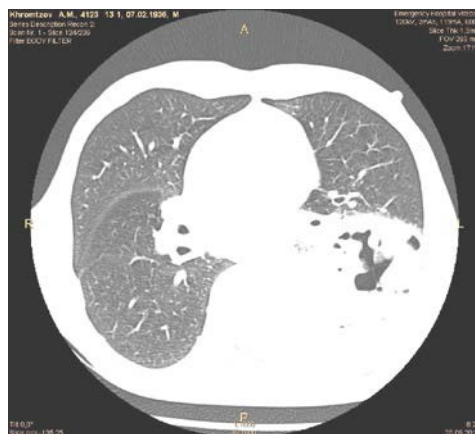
Гангрена нижней доли левого легкого (компьютерная томограмма аксиальный срез).
